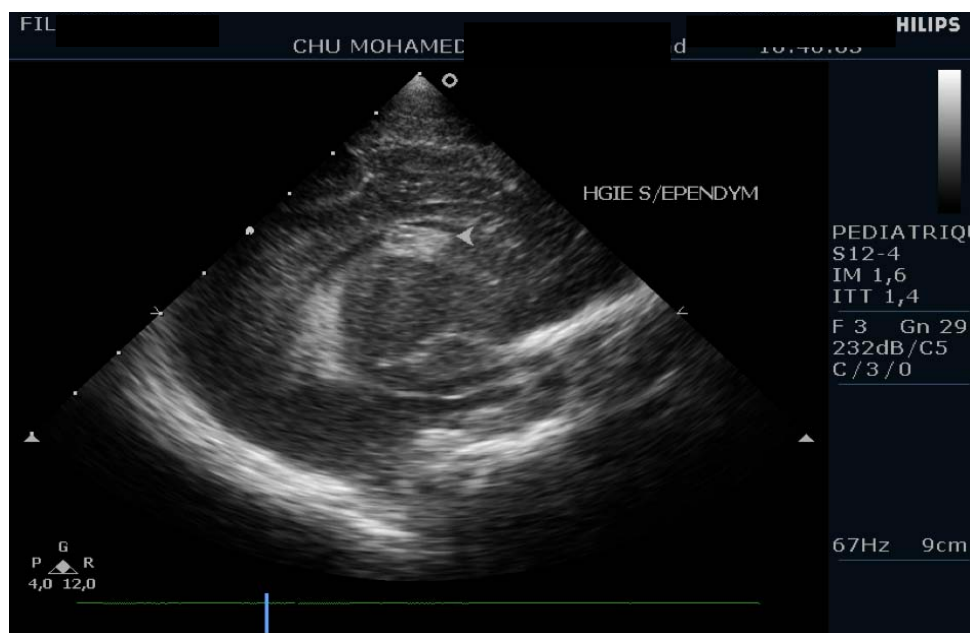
L'aspect d'une hémorragie sous-épendymaire à l'échographie transfontanellaire.
